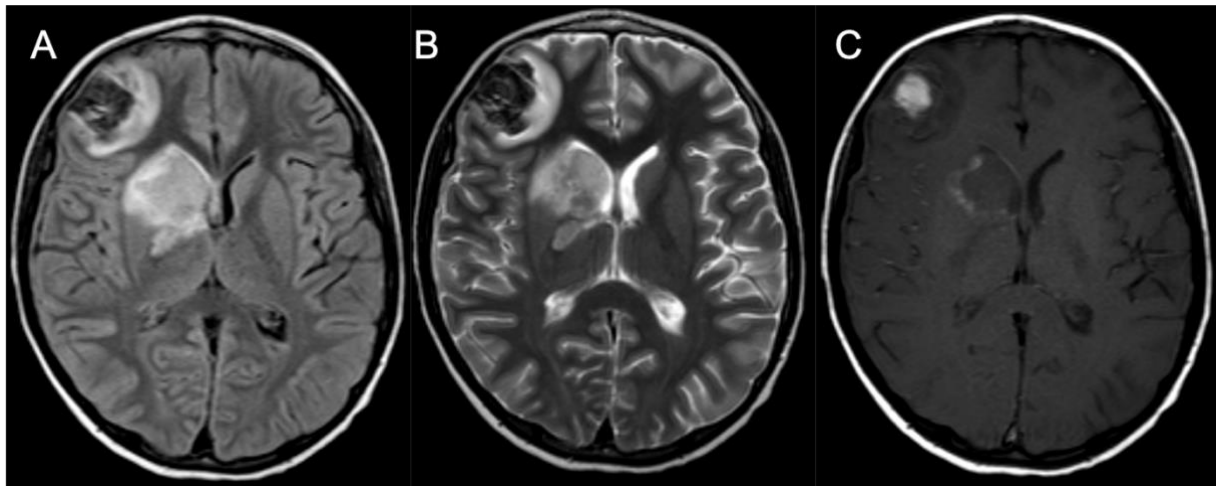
Cas 67 : Enfant de 10 ans : céphalées, raideur méningée et hyperthermie dans le cadre d'une LAL en cours d'induction et d'aplasie. L'IRM retrouve 2 anomalies parenchymateuses au niveau capsulo-lenticulo-caudé droit et au niveau cortico-sous-cortical frontal droit. En FLAIR (A) et en T2 (B), les lésions sont en hypersignal hétérogène avec zone centrale en hyposignal. En T1 (C), la lésion frontale est en hypersignal et l'autre présente un liseré périphérique en hypersignal. Après injection, les séquences de soustraction ne montrent pas de rehaussement manifeste. Ces images sont compatibles avec des infarctus hémorragiques secondaires à des embolies d'aspergillose invasive. En effet, l'antigénémie aspergillaire est positive et le scanner thoracique montre des lésions compatibles avec des lésions d'aspergillose pulmonaire. L'enfant est décédé quelques jours après l'IRM.
